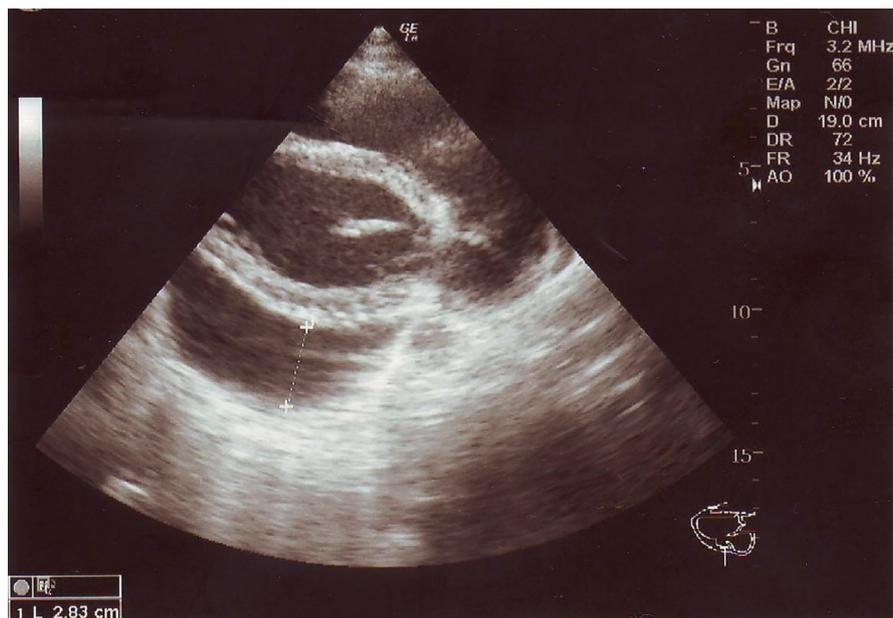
УЗИ сердца. Гидроперикард по задним отделам сердца.
